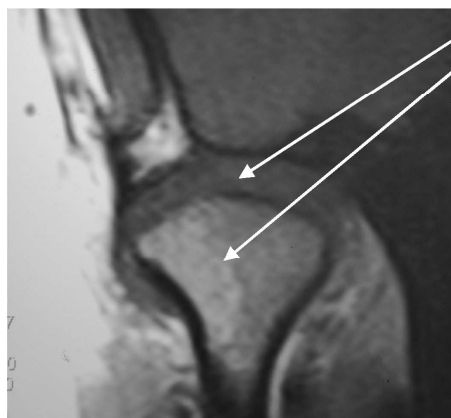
Хвора Ф. Контрольна МРТ у косій сагітальній проекції у лікувальному положенні нижньої щелепи: 1 – суглобовий диск; 2 – головка нижньої щелепи; 3 – суглобовий горбик.
